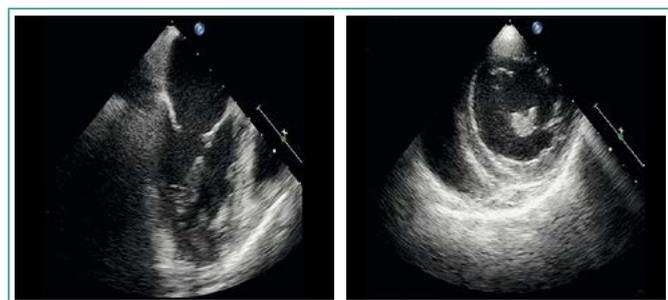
Imágenes de ecocardiografía transefágica que muestran el trombo móvil y pediculado. En eje longitudinal de dos cámaras (izquierda), trombo anclado a ápex. En eje corto de dos cámaras (derecha), trombo pediculado a la altura de músculos papilares
